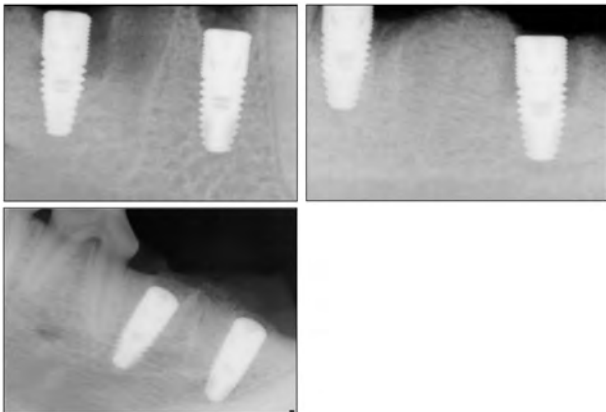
Radiograph taken immediately after implant installation.
